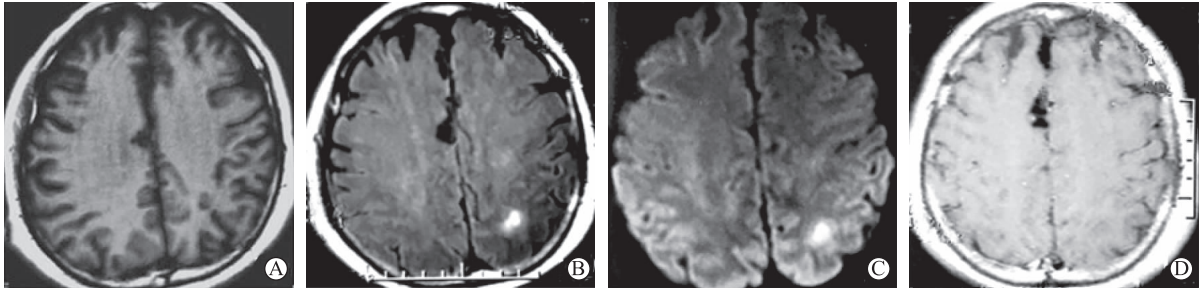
入院第 3 d 头部 MRI 表现 A 为 T₁ FLAIR, B 为 T₂ FLAIR, C 为 DWI, D 为增强扫描
